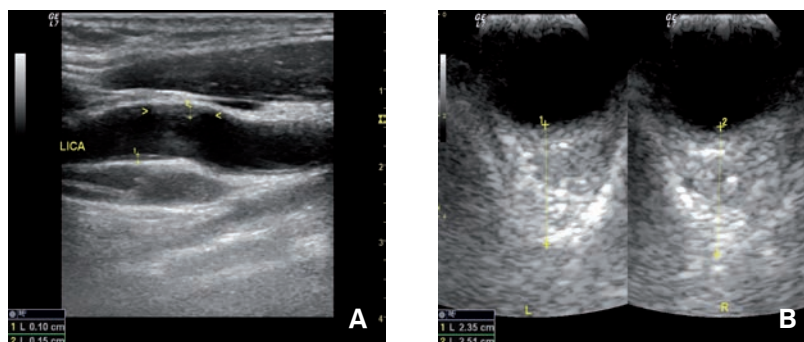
Increased intima-media thickness of the left carotid artery (A). A relatively symmetric ultrasound imaging of both retrobulbar spaces (B).
